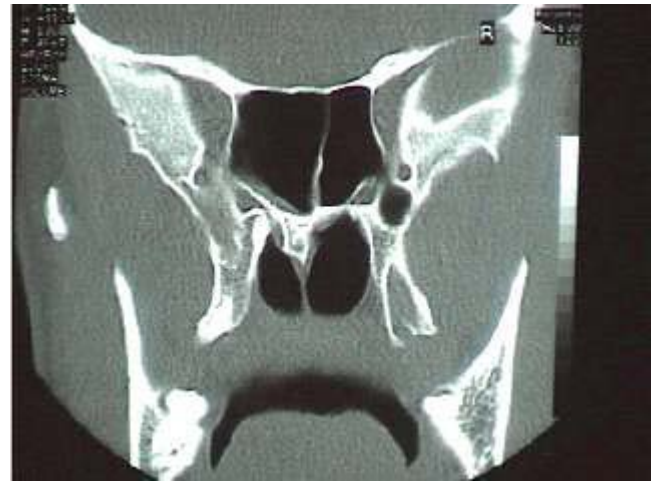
Ameliyat öncesi koanal atrezinin olduğu tarafta izole sfenoïd sinüs patolojisini gösteren tomografi kesiti.
